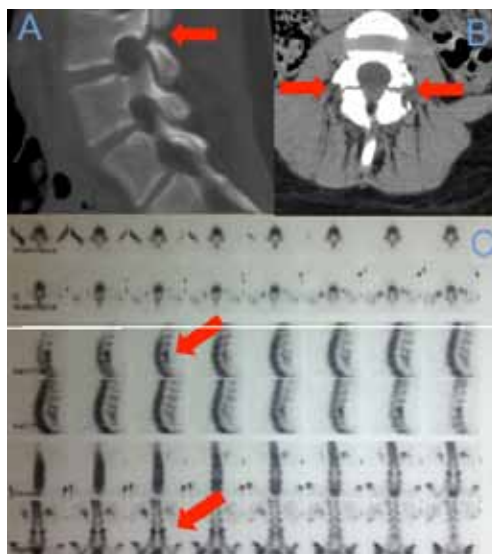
Tomografía computada y cintigrama óseo, estudio con el cual se realizó diagnóstico inicial de espondilolisis subaguda, iniciándose tratamiento médico. (A) corte Sagital donde se evidencia el defecto de la pars señalado con flecha roja. (B) corte coronal donde se evidencia defecto bilateral de la pars. (C) cintigrama óseo transversal, sagital y coronal donde se evidencia zona hipercaptante en pars articular de L3.
